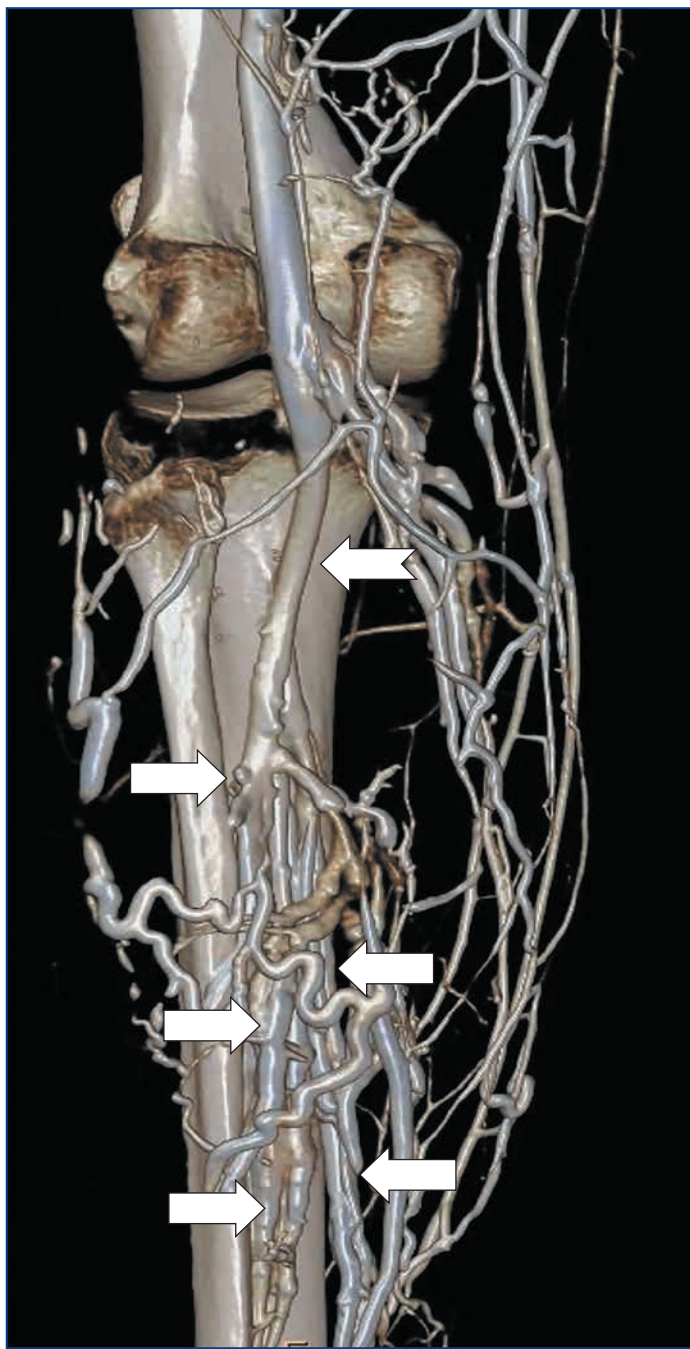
Контрастно усиленная прямая КТ-венография голени и бедра с 3D-реконструкцией
